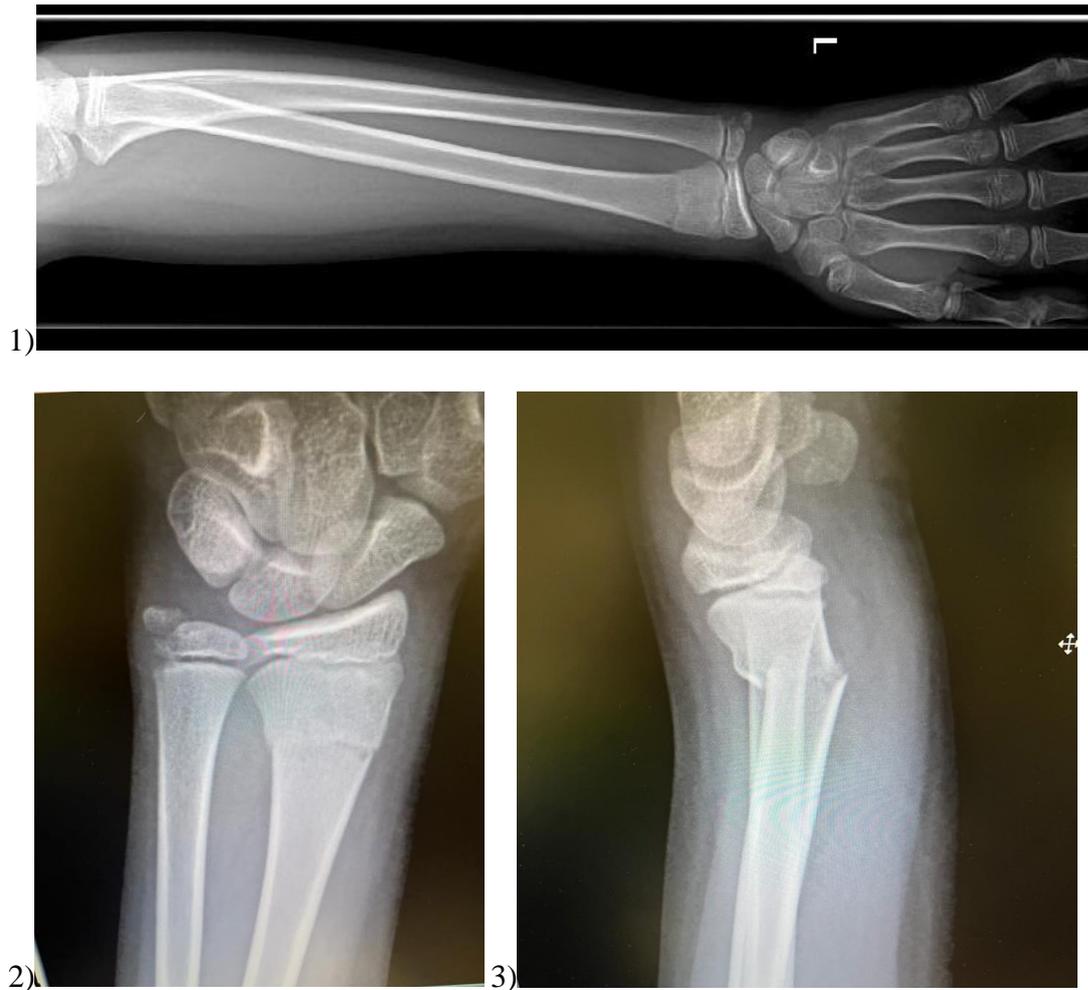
Caso 2. Radiografías diagnósticas
